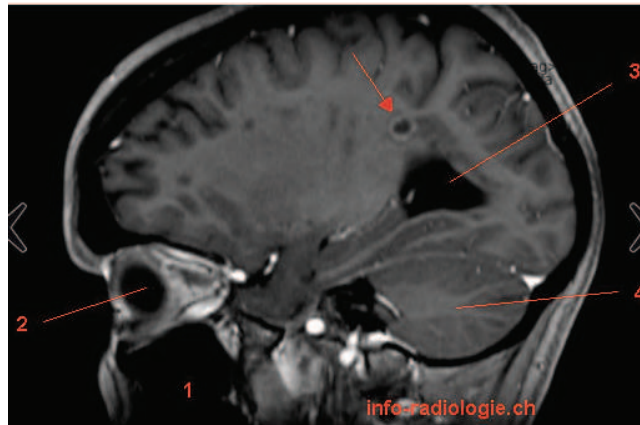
IRM cérébrale, coupe axiale, T1 [43]
